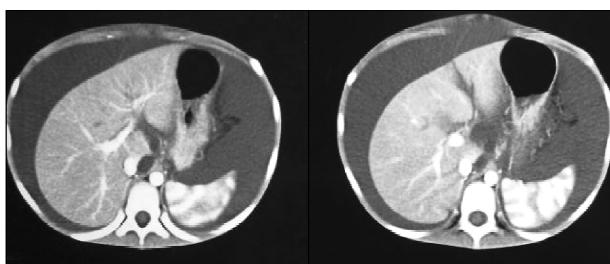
胆总管囊肿穿孔的CT表现，肝周可见大量未包裹液，胆总管扩张。
